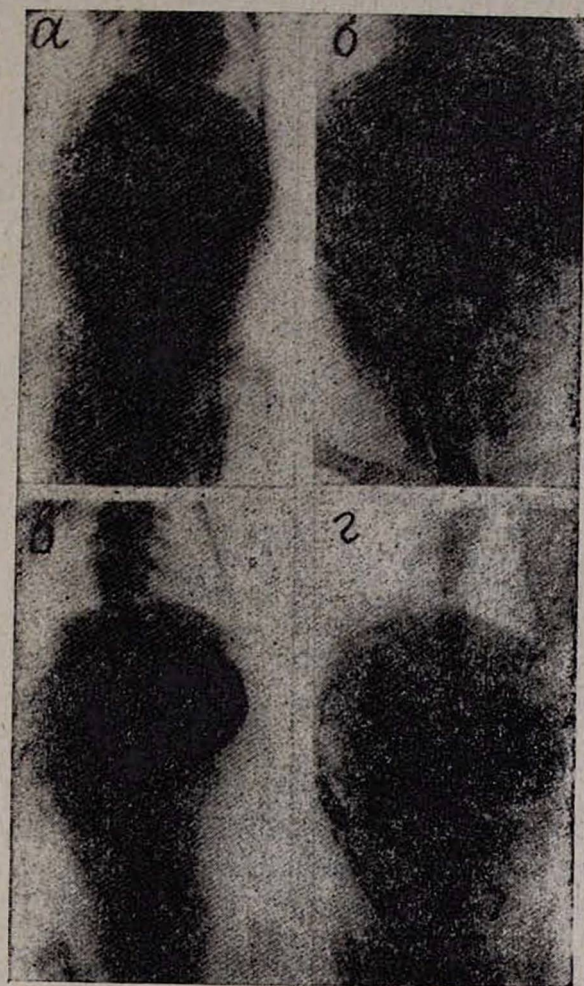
Рентгенограмма органов брюшной полости щенка до условной родовой травмы, произведенной через час после введения в желудок бариевой взвеси. Моторно-эвакуаторная функция желудка и тонкой кишки нормальная. б. Обзорная рентгенограмма органов грудной клетки и брюшной полости щенка на второй день после условной родовой травмы шейного отдела позвоночника. Через 8 часов после введения в желудок бариевой взвеси выявляется: пилороспазм, дуоденоспазм, желудочно-пищеводный рефлюкс, кардиоспазм, спастическая дискинезия тонкой кишки. в. Обзорная рентгенограмма органов брюшной полости щенка. Второй день после условной родовой травмы шейного отдела позвоночника. Через 8 часов после введения бариевой взвеси в желудок определяется: пилороспазм, шнуровидный дуоденоспазм. г. Обзорная рентгенограмма органов грудной клетки и брюшной полости того же щенка через 27 часов после введения бариевой взвеси. Выявляется: длительный пилородуоденоспазм, спастическая дискинезия тонкой кишки.
